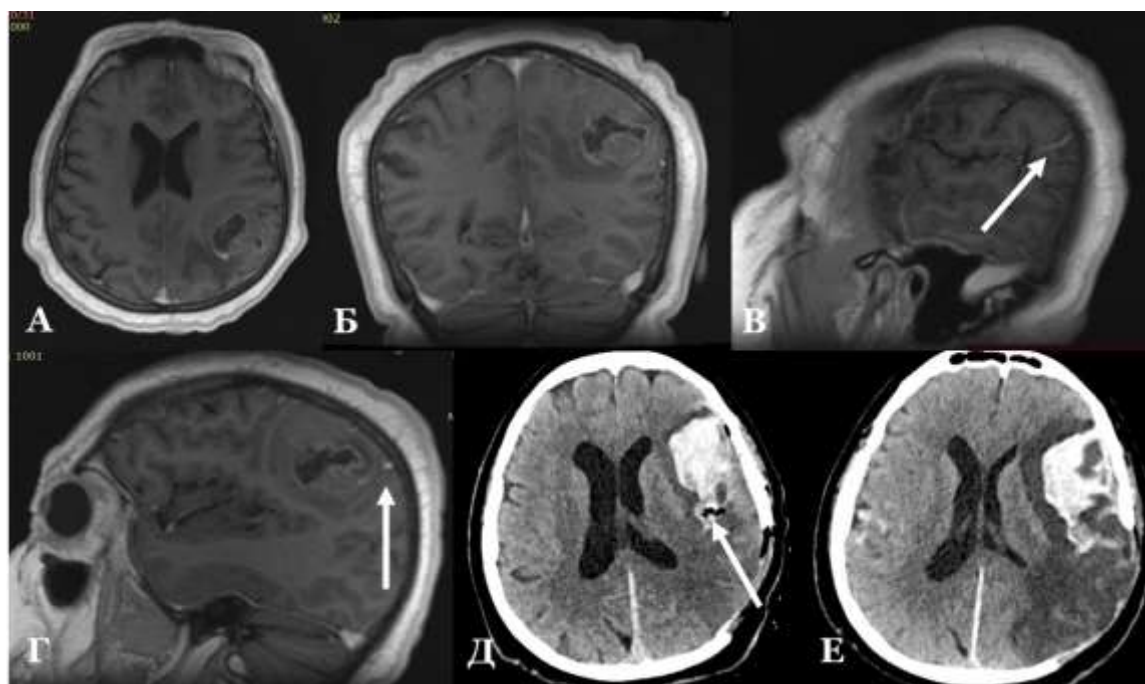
Пример некорректного применения фибрин-тромбиновой пены Флосил с целью попытки остановки кровотечения из дистальной ветви М4-сегмента СМА, развившегося на заключительном этапе удаления высокозлокачественной глиальной опухоли теменной доли левого полушария, жен., 67л. (К-ко М.Г., и/б № 43297/2021). А, Б – предоперационное МРТ в T1-режиме с контрастированием (аксиальная, коронарная проекции). В, Г – предоперационное МРТ в T1-режиме с контрастированием (сагиттальные проекции). Стрелкой указана основная питающая артерия опухоли – дистальная теменная ветвь М4-сегмента СМА, следующая из задних отделов сильвиевой щели к заднему полюсу опухоли. Д – послеоперационное КТ на 1-е сутки после операции, аксиальный срез. Стрелкой указано место введения фибрин-тромбиновой композиции (задние отделы сильвиевой щели) на фоне продолжающегося умеренного артериального кровотечения и многочисленных безуспешных попыток термического гемостаза. Интраоперационно отмечалось истончение порочно измененных сосудистых стенок, вследствие чего не формировался плотный коагуляционный сгусток и не происходило слипания стенок артерии. Достигнут удовлетворительный локальный гемостаз. Е – послеоперационное КТ на 4-е сутки после операции, аксиальный срез. Введенный топический гемостатик сыграл роль «пробки», блокирующей формирование гематомы в операционном ложе. Однако кровотечение продолжалось кпереди, заполняя и раздвигая полость сильвиевой щели. Несмотря на некритичные объемы гематомы, продукты распада крови привели к формированию распространенного вазоспазма и массивной зоны ишемии левой СМА
